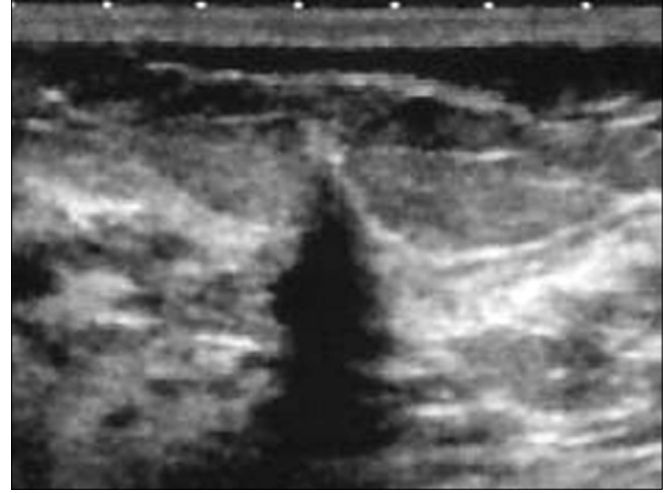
Diabetik mastopati. Transvers sonogram. Tip I diabetli, 32 yařında, ele gelen kitle yakınması olan kadın olguda yoğun akustik gölgelenmeye neden olan kötü sınırlı hipoeoik kitle izleniyor.
